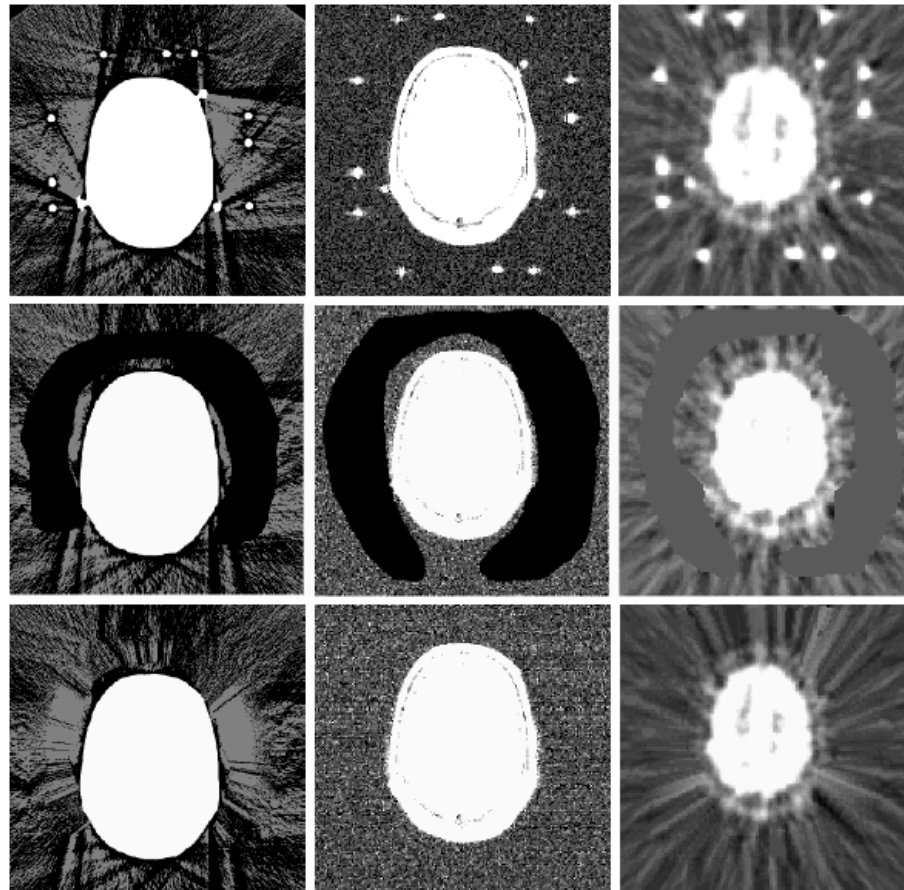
Exemplarisches Vorgehen bei der manuellen Editierung der Marker am Beispiel der MRT (linke Spalte), der CT (mittlere Spalte) und der PET (rechte Spalte), die Bilddaten stammen aus einer Publikation der Vanderbilt-Universität [147]
